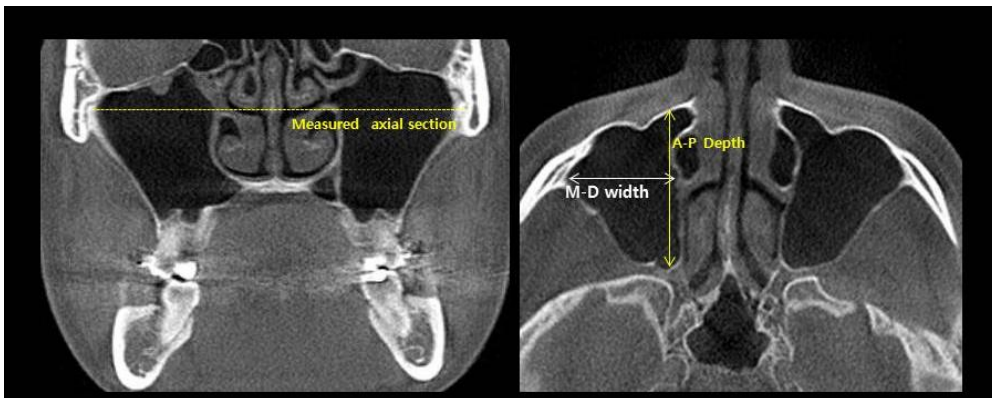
CT measurements – Mediolateral width, anteroposterior depth. Dotted line, measured axial section line.
